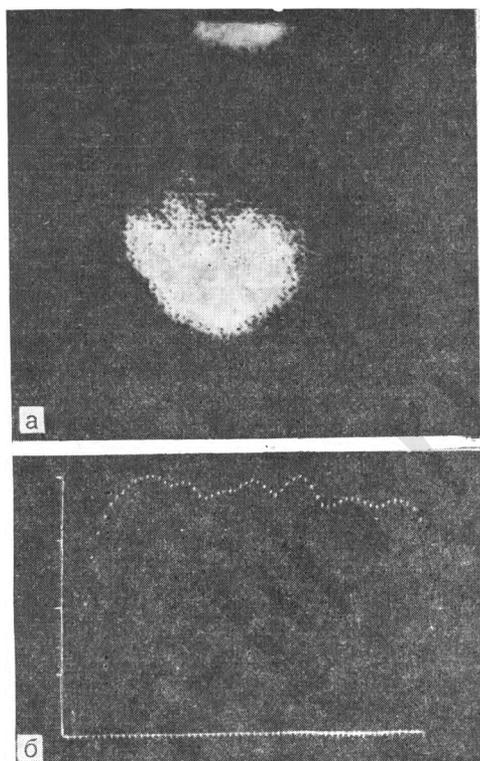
Сцинтиграмма плаценты (а) и кривая активность — время (б).
